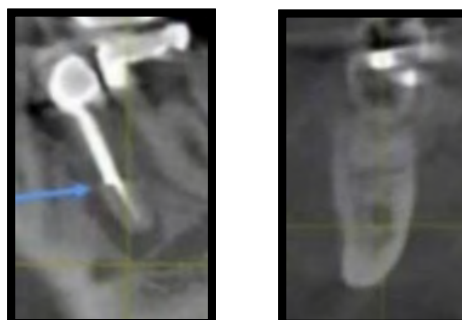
Lesión periapical. Imágenes digitales y en 3D Tomografía Volumétrica Cone Beam. ⁸
